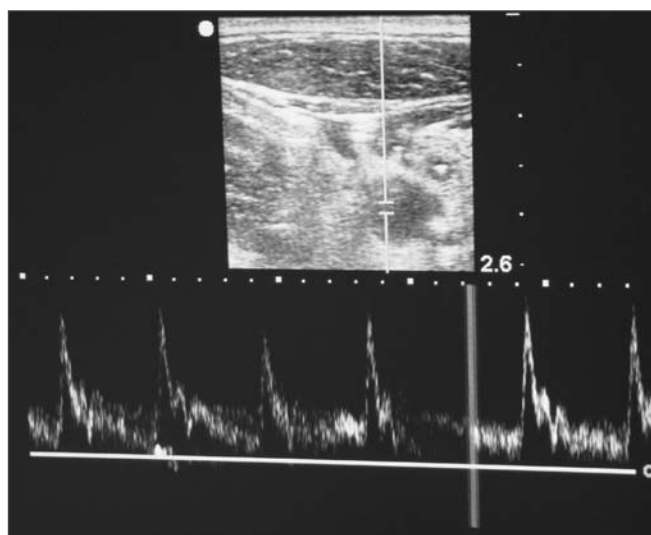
Tecnica Doppler che mostra l'arteria carotide comune. L'immagine in basso mostra una tipica onda arteriosa.
